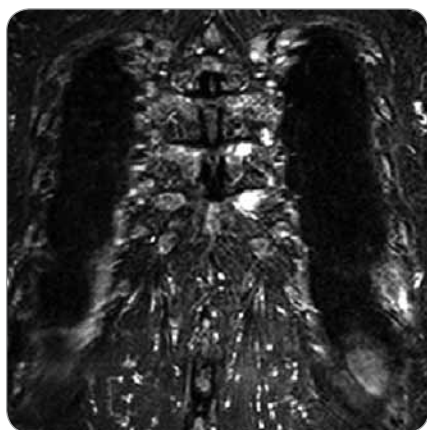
MR image shows myeloma deposits in two medial ends of ribs on the left (the same patient as in the case of Fig. 6).
